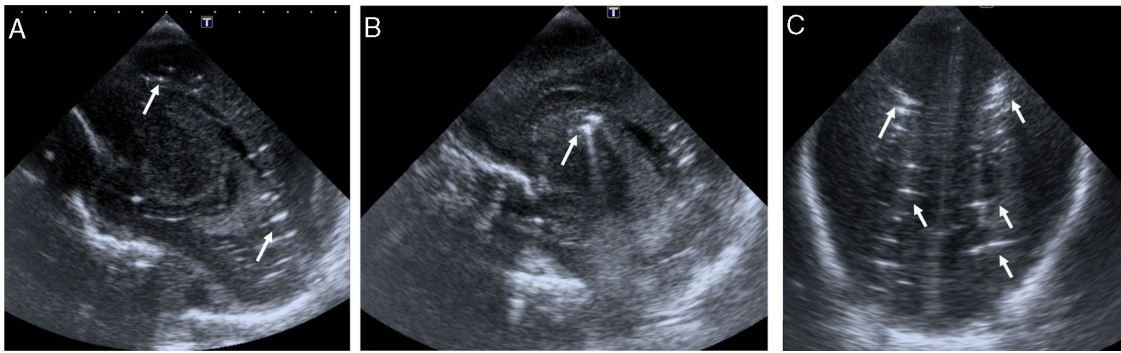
Cortes sagitales (A y B) y coronal (C) de la ecografía mostrando múltiples imágenes puntiformes y lineales hiperecogénicas, birrefringentes en la sustancia blanca profunda periventricular bilateral (flechas en A y C) y en el surco tálamo-caudado derecho (flecha en B) pudiendo ser atribuibles a embolismo cerebral.
